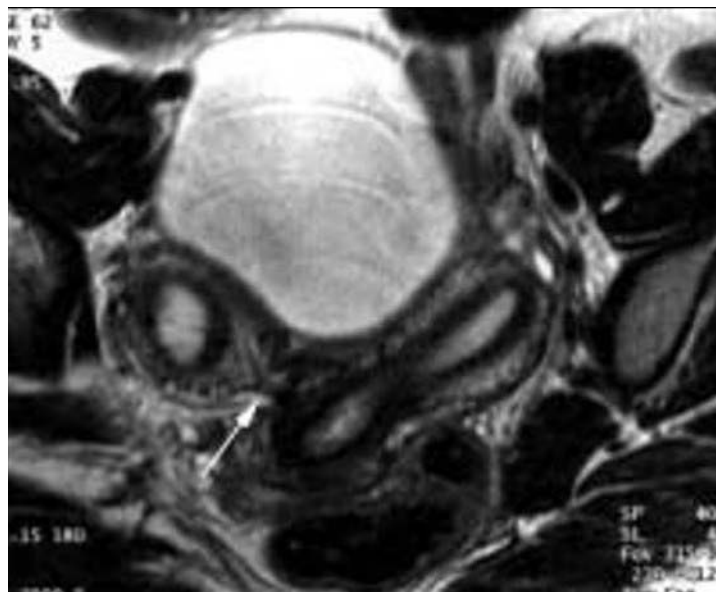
IRM coupe axiale T2 : Corne gauche normalement développée avec bonne visualisation de la cavité cervico-isthmique, la corne droite est borgne (absence d'isthme et de col) (→), mais apparaît fonctionnelle (différenciation endomètre myomètre. (31)
